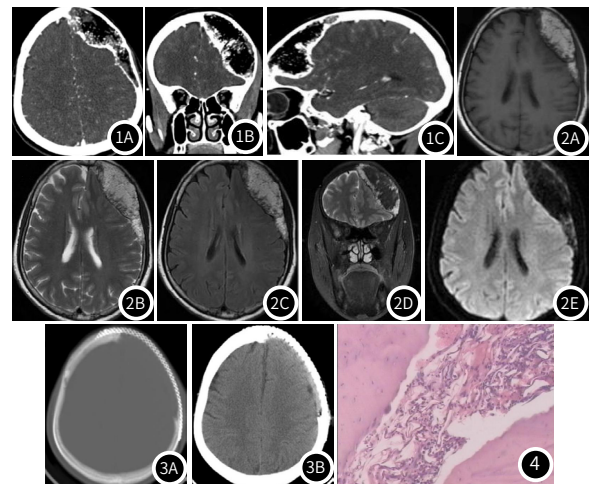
~图1C 颅脑增强CT, 额骨左侧部膨胀性病变, 内密度混杂。图2 轴位T₁WI(图2A), T₂WI(图2B), T₂-FLAIR(图2C)示额骨左侧部膨胀性病灶, 以高信号为主, 近额骨内板侧大量流空信号; 冠状位T₂压脂(图2D)显示病灶内大量脂肪成分; DWI示病灶以低信号为主, 周边小范围内颅板受影响而表现为弥散受限。图3A~图3B 额骨病灶完全切除并颅骨修补术后。图4 病灶内大量脂肪及血管成分, 部分血管扩张充血。
